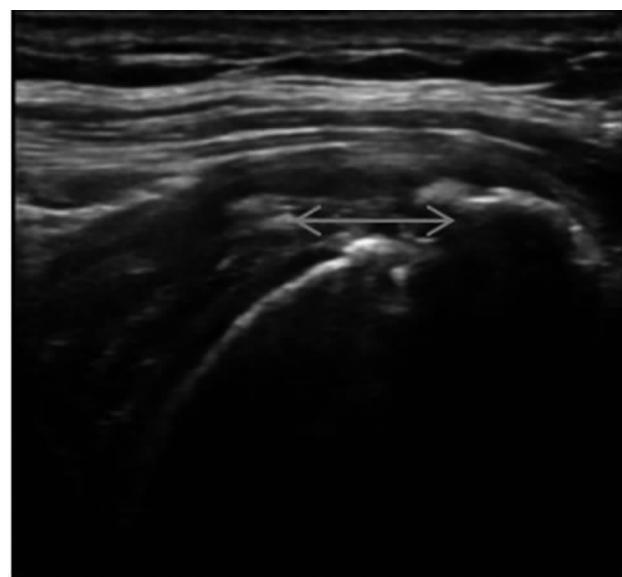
超声图像显示,在改良Crass体位,测量沿肩袖肌腱长轴最大的纵向撕裂长度(箭头)
